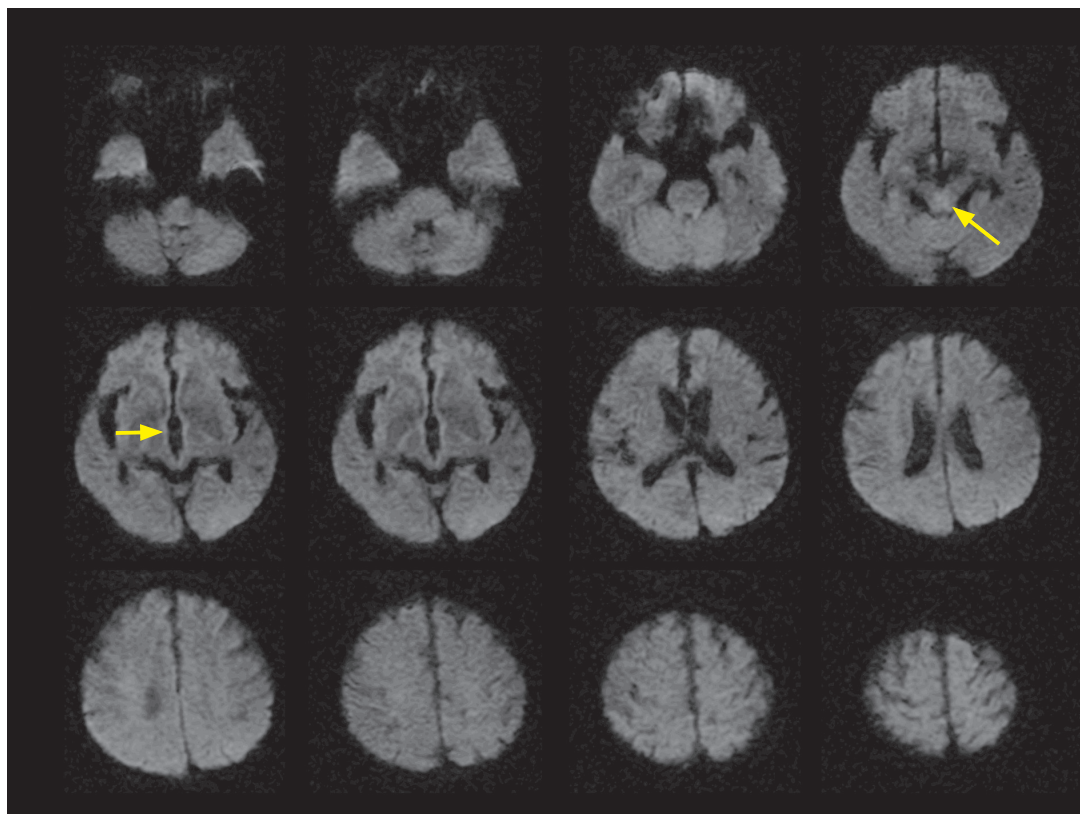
本例における入院当日の MRI 拡散強調画像
